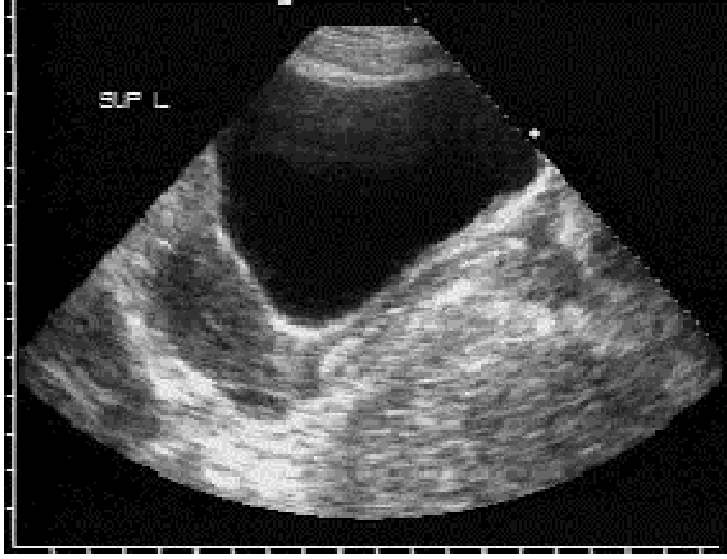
Dilate fallop tüpünün USG görüntüsü ve şematize hali (26).
